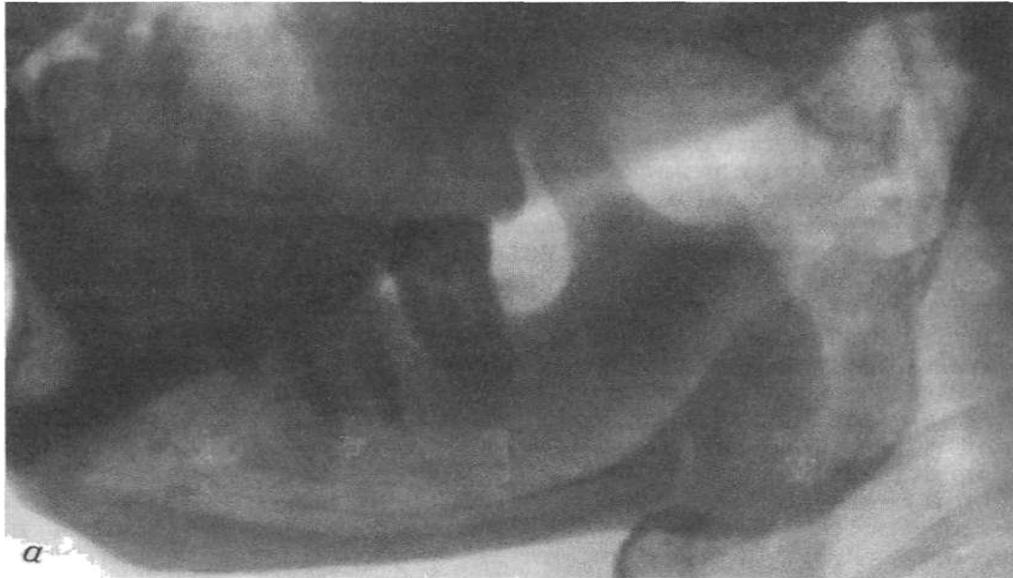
Рентгенограммы больного П.
